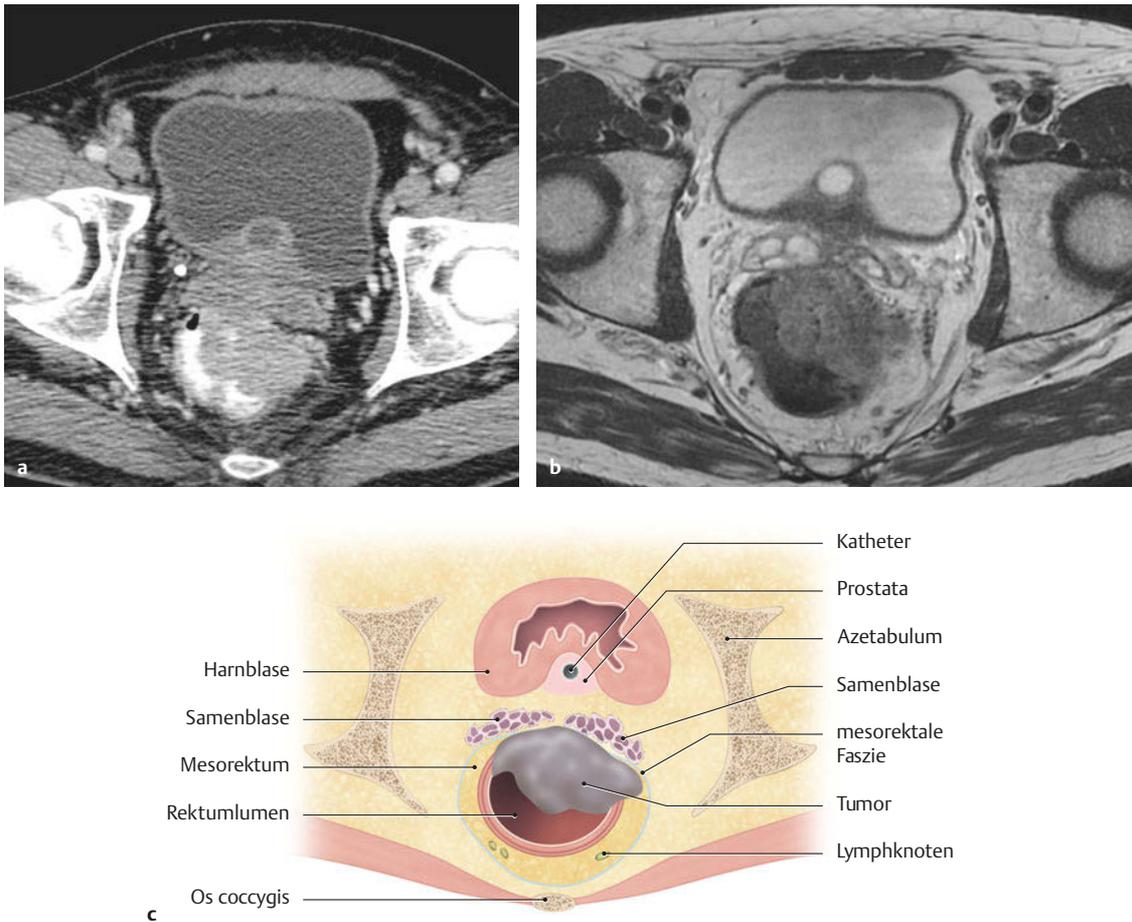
Lokoregionales Staging. Die Vorteile des MRT liegen in der besseren Darstellung der mesorektalen Faszie und des CRM (circumferential resection margin).
